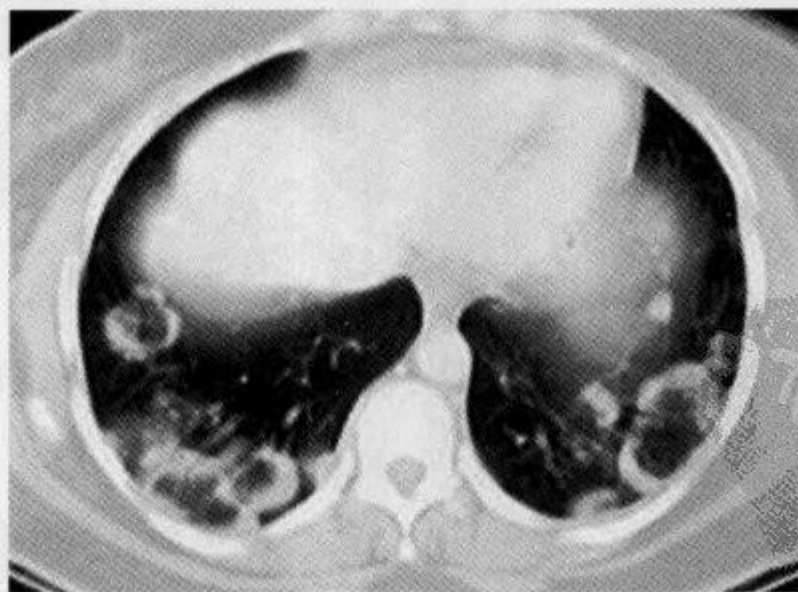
肺部结节病患者,胸部 CT 平扫示“仙女环征”
